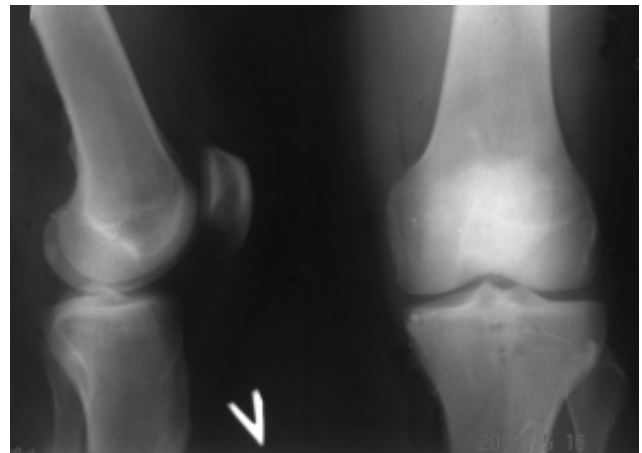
Рентгенограма лівого колінного суглоба. Патологічних змін не виявлено.
